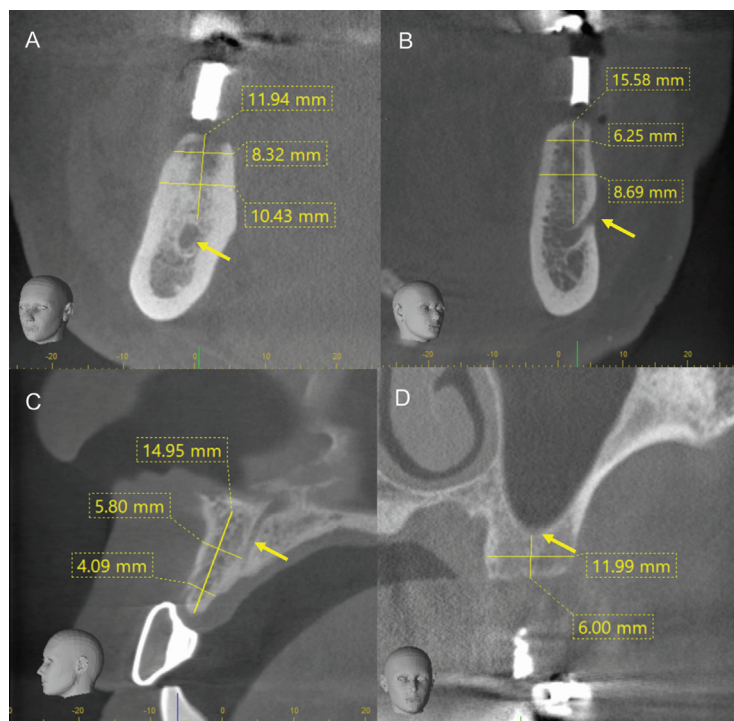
The CBCT images for pre-implant imaging. Vital structures are shown on each image: (A) mandibular canal, (B) opening of mental foramen, (C) incisive canal, (D) floor of maxillary sinus, as indicated by arrows.
